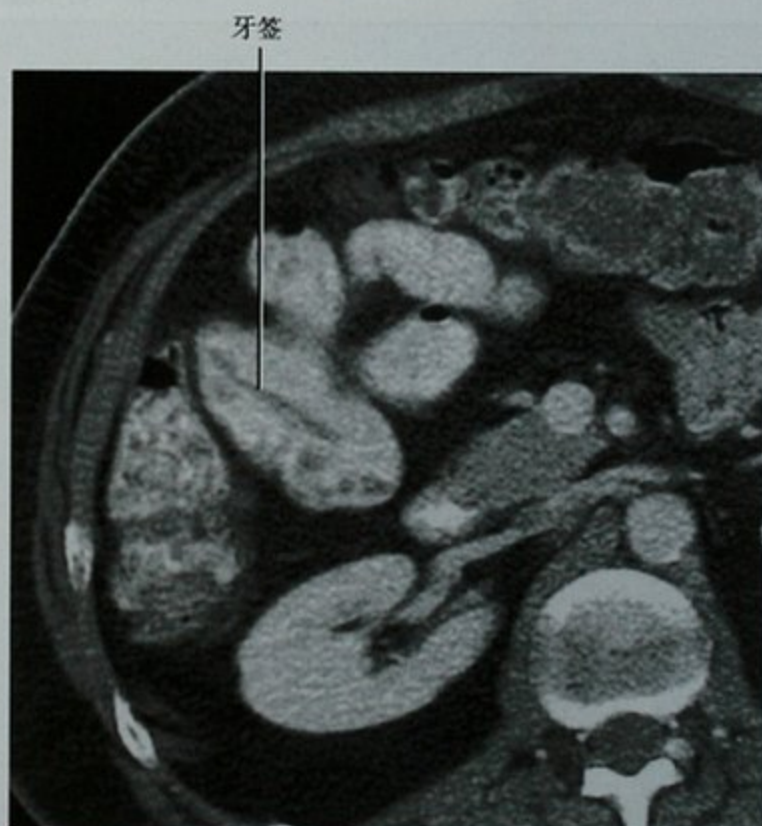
增强 CT 横断位图像,反复发作右下腹痛患者,阑尾正常(未提供图像),显示小肠起源的盲管腔内可见线状充盈缺损,手术证实为小肠梅克尔憩室内断裂的牙签
